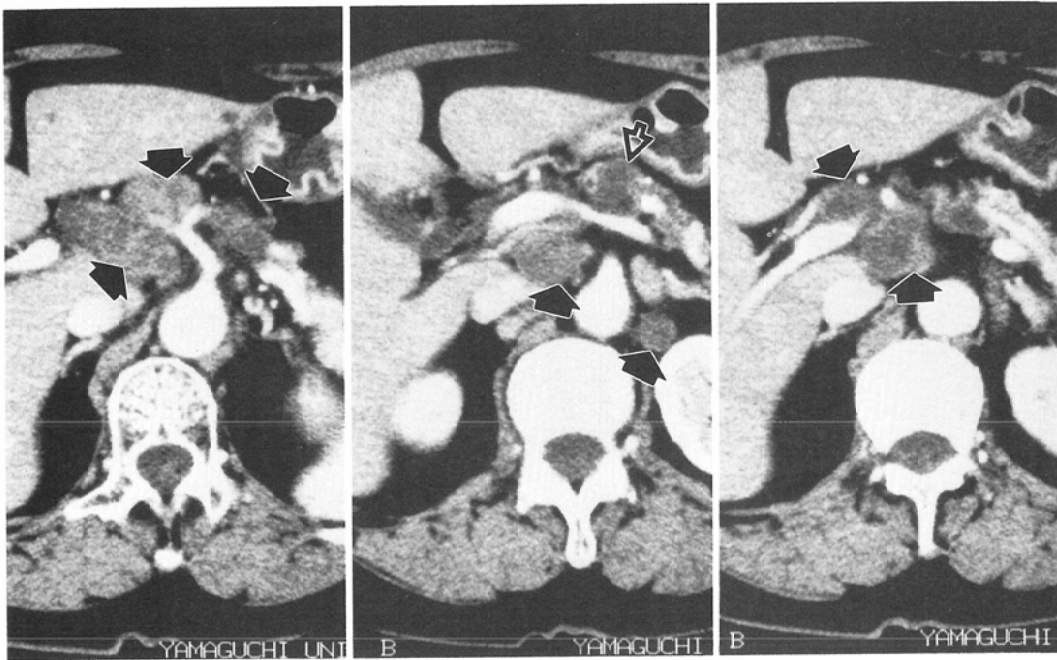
A case of carcinoma of the body and tail of the pancreas. (Case 11); Lymph node metastases (#8, 9, 11, 12, 13, 16) are positive in CT findings (→), and they (#8, 9, 11, 12, 16) are positive in pathological findings. ⇨ : the lesion of the carcinoma.
